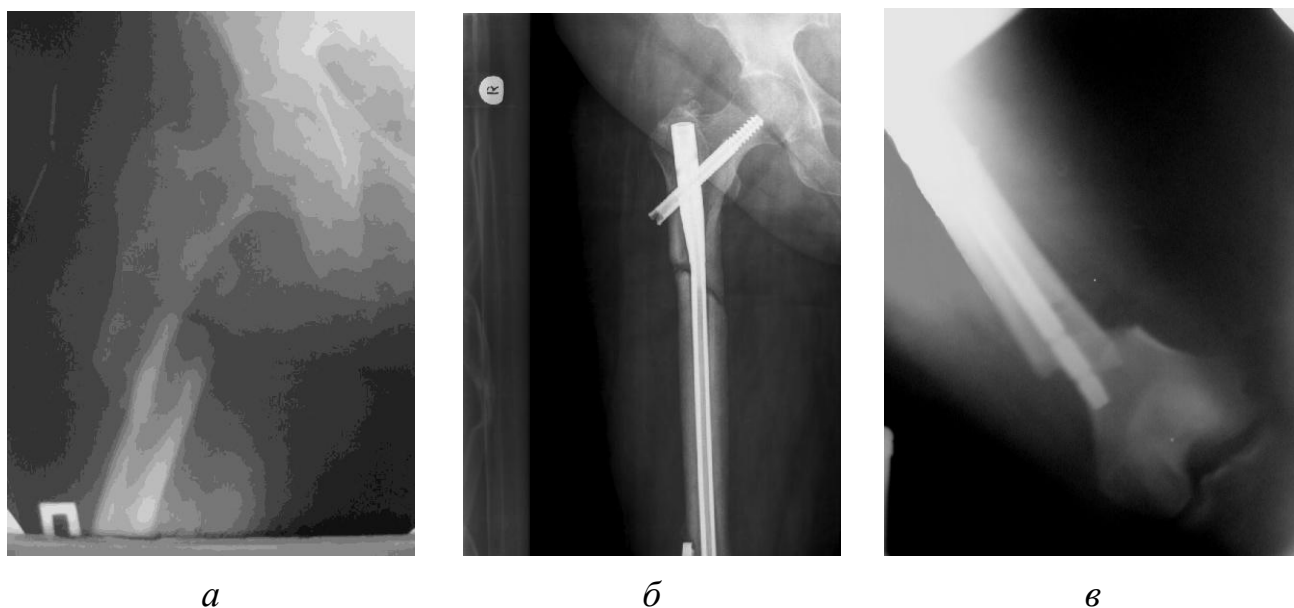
Рентгенограммы пациентки П.: *а* — первичная (перелом бедренной кости; *б, в* — после операции — остеосинтеза бедренной кости гвоздем
